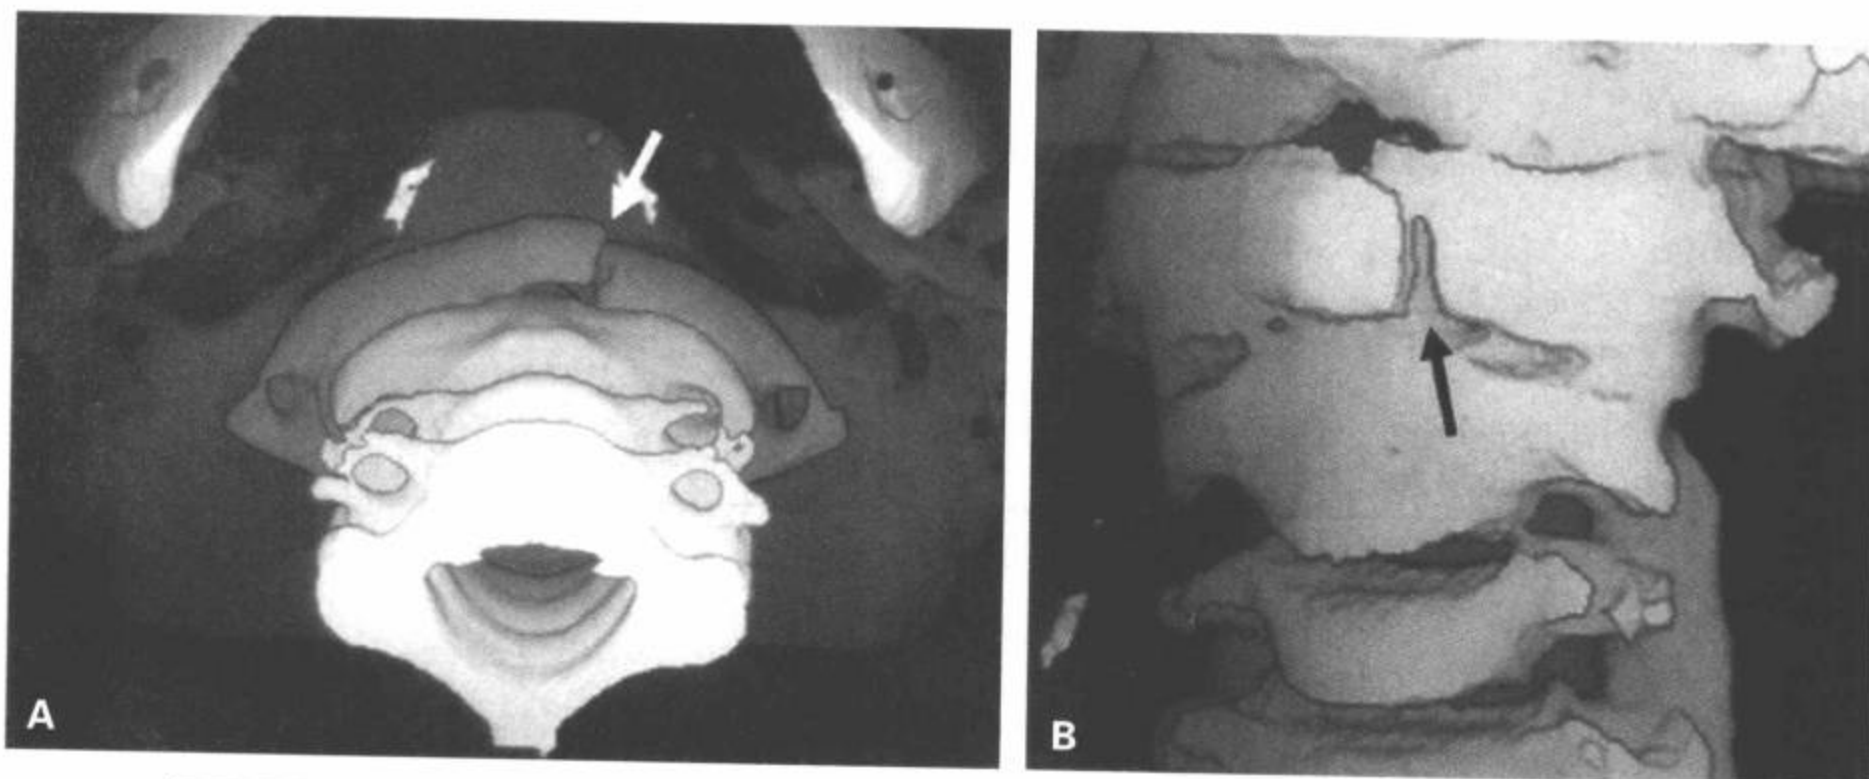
C1 前弓孤立性骨折。A: CT 3D 重组下前和 (B) 正面观图像。表面遮盖图像显示寰椎前弓孤立性骨折 (箭)。
